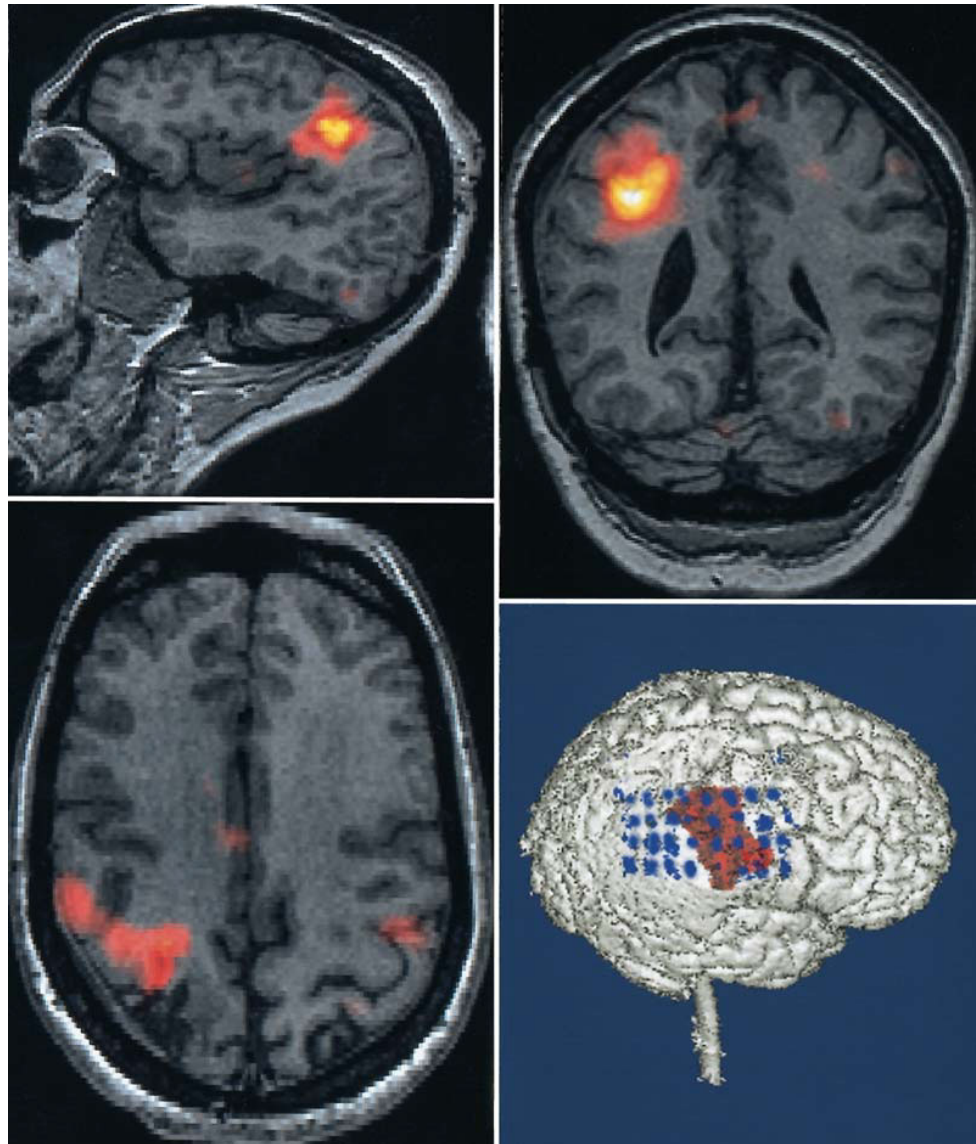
Case 3. The SISCOM images: sagittal (*upper left*), coronal (*upper right*), and axial (*lower left*). This 36-year-old woman had a history of left upper-extremity simple partial motor and secondary generalized tonic-clonic seizures. The SISCOM images reveal an area of hyperperfusion in the right central lobule region. A postoperative spiral CT scan was obtained to confirm electrode localization after coregistration of the CT scans with the SISCOM and MR images (*lower right*). The epileptogenic zone overlapped with the cortex responsible for shoulder and hand function during extraoperative cortical stimulation mapping.
